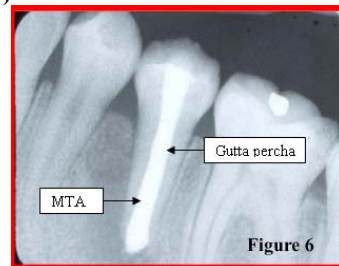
Aspectul zonei apicale și periapicale după 2 ani. Se observă maturarea apicală și dispariția completă a patologiei periapicale (6)
